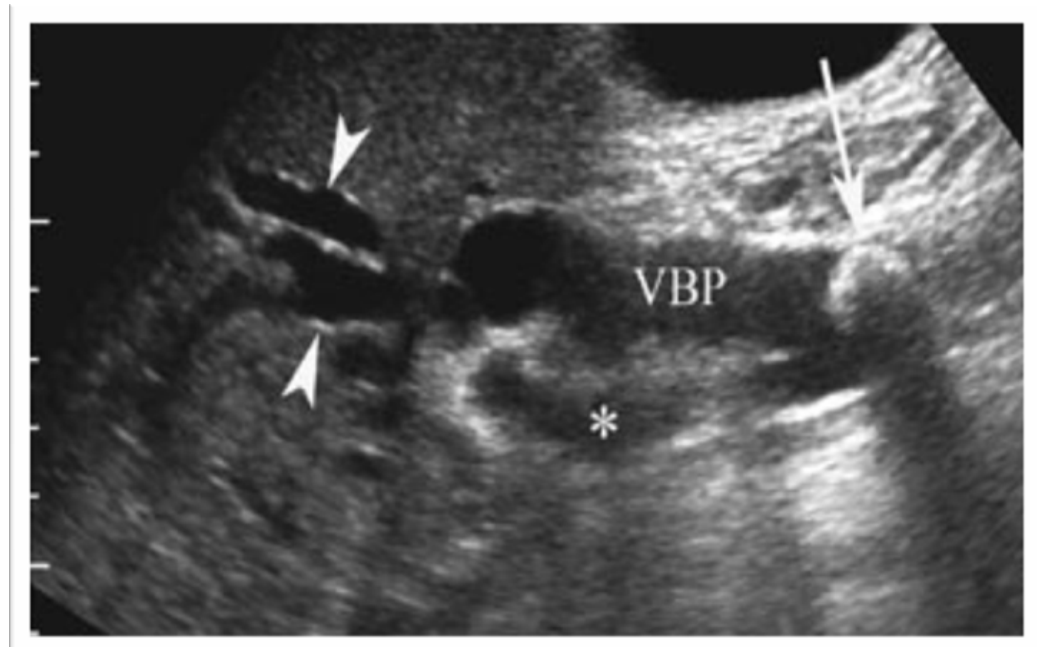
Aspect échographique de la LVBP.
